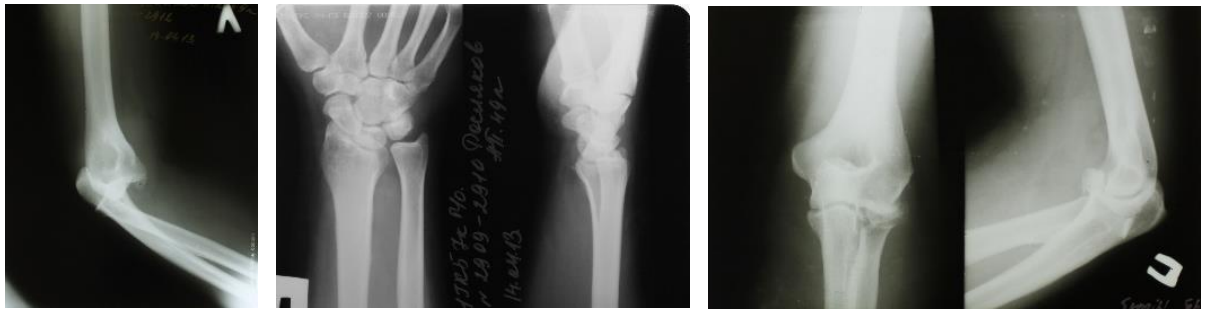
Рентгенограммы больного Р. при поступлении
